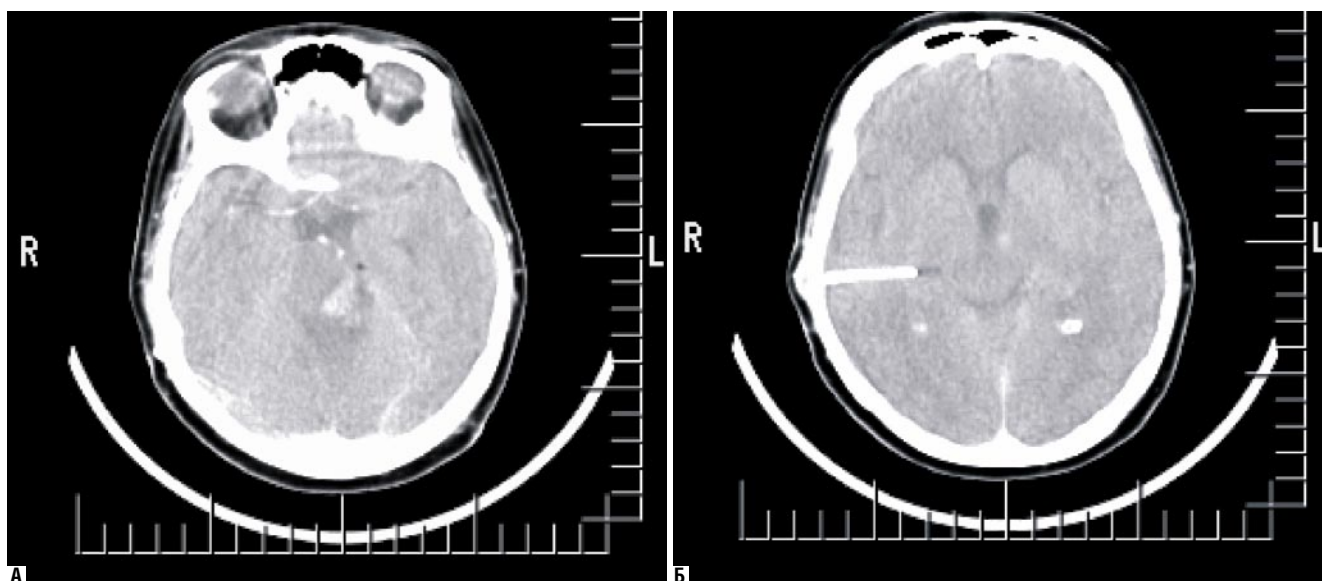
А и Б. Пациент Х., операции по поводу удаления невриномы слухового нерва слева, без признаков послеоперационной ПЦ, 2 среза КТ, выполненной через 2 ч. после окончания операции
